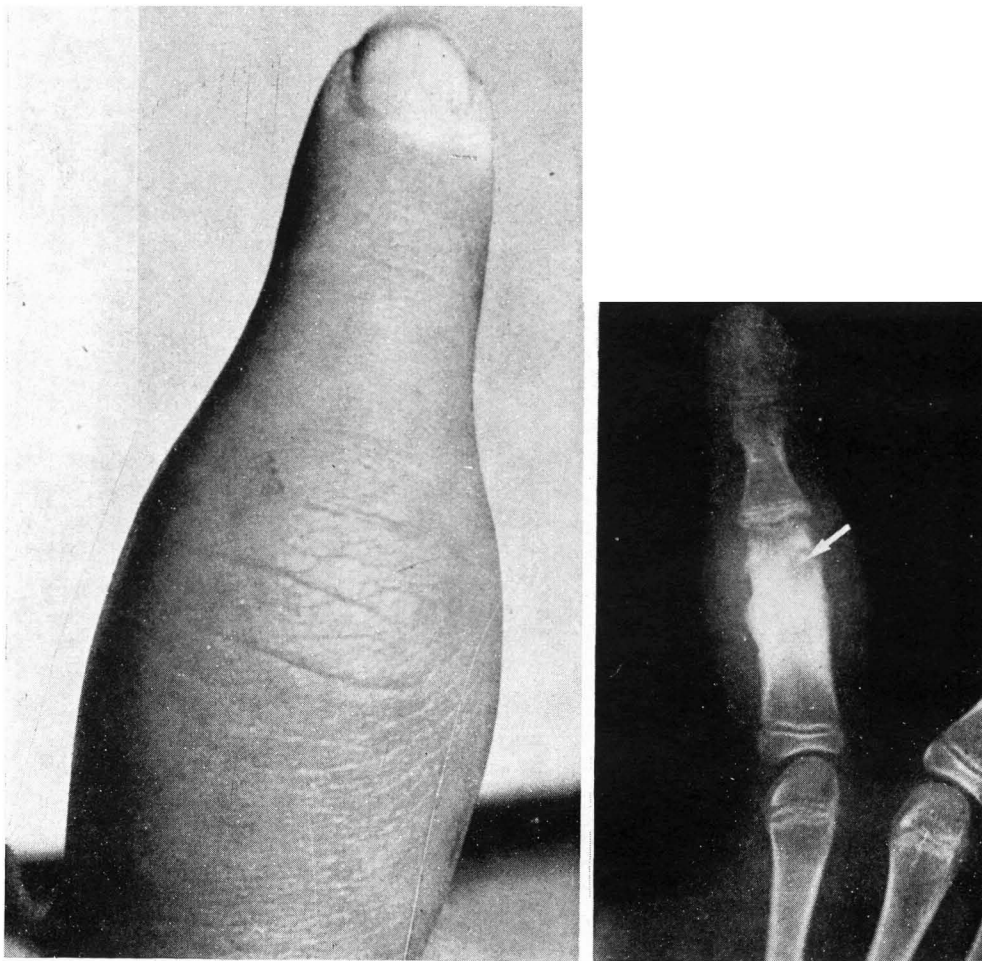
a) Fotografía correspondiente al caso núm. 10, en la que se puede observar la gran tumefacción fusiforme del dedo índice. b) Radiografía en la que se observa la gran hiperostosis de la primera falange, aumento de tamaño y la existencia de un *nidus* redondeado en la cara externa de su porción distal (flecha).
